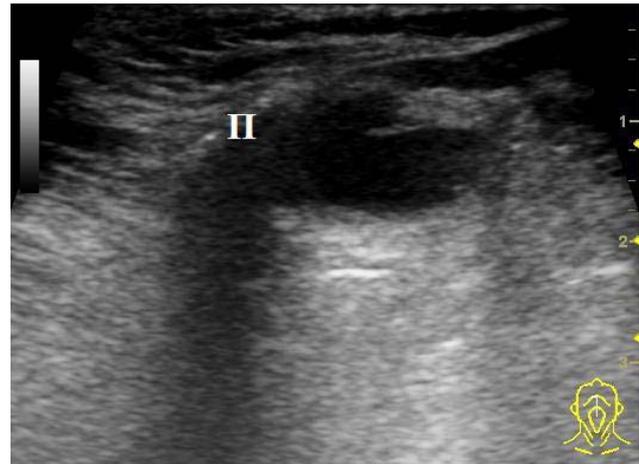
УЗИ, В-режим. Дермоидная киста корня языка: образование кистозного характера с тонкой капсулой, повышенной эхогенности, однородной структуры
